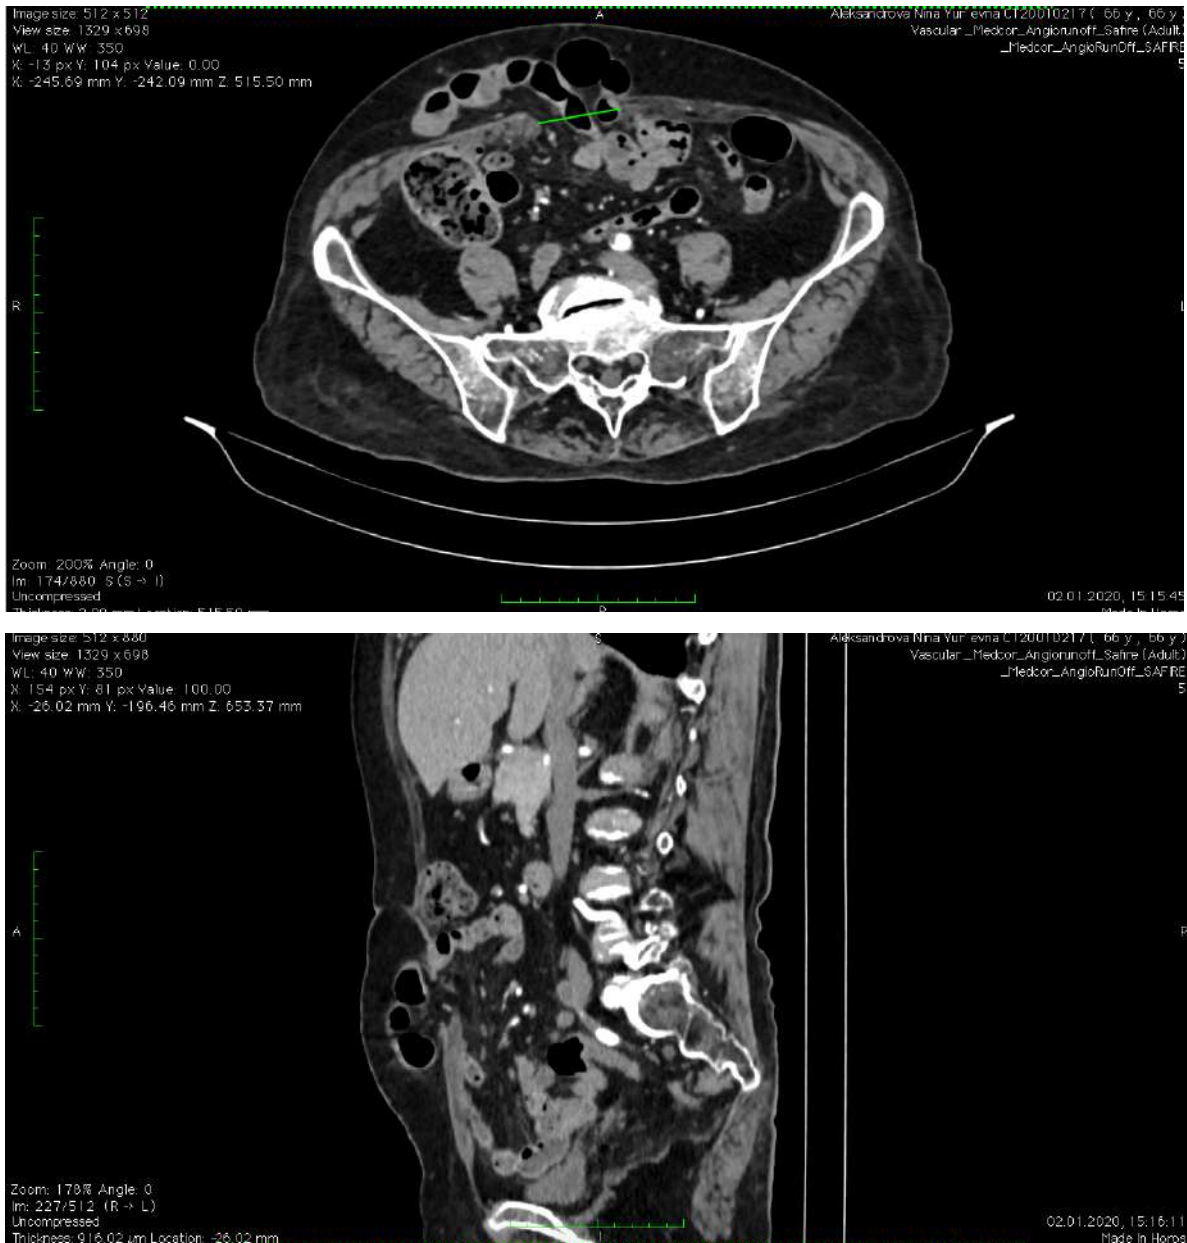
КТ органів черевної порожнини хворої з гризовим дефектом передньої черевної стінки.
